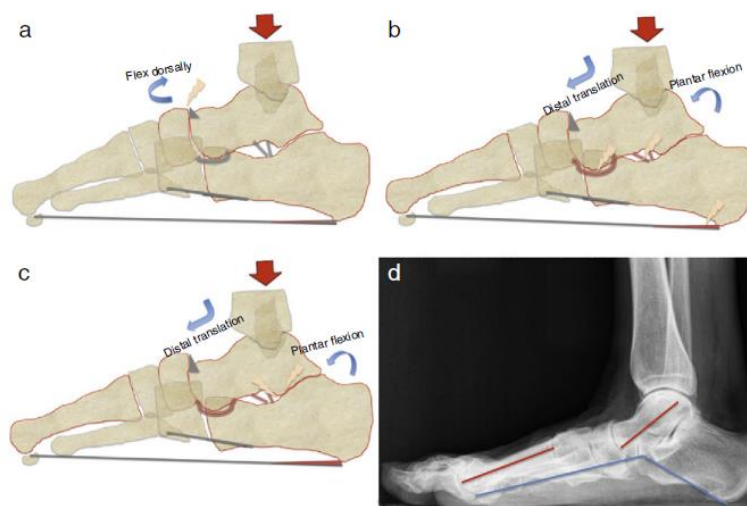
Representação esquemática da sequência teórica das alterações morfológicas que ocorrem quando os mecanismos de estabilização falham: (a) – instabilidade na articulação astrágalo-escafóide secundária à flexão plantar do astrágalo e a flexão dorsal do escafóide normalmente causa o desenvolvimento de osteofitose dorsal; (b) – a flexão plantar e a translação distal ilimitada do astrágalo sobre o calcâneo sobrecarregam os ligamentos calcâneo-astragalinos e o ligamento de spring; o alongamento da fásia plantar favorece o aparecimento de esporão do calcâneo; (c) – a translação distal do astrágalo sobre o calcâneo termina com a impactação do astrágalo sobre o corpo do calcâneo, posteriormente ao seio do tarso; (d) – radiografia lateral em carga de pé plano, com flexão plantar do astrágalo (linha azul – ângulo Costa-Bertain; linha vermelha – demonstração do desalinhamento do eixo longitudinal do astrágalo e primeiro metatarso) (Hidalgo et al, 2014).
